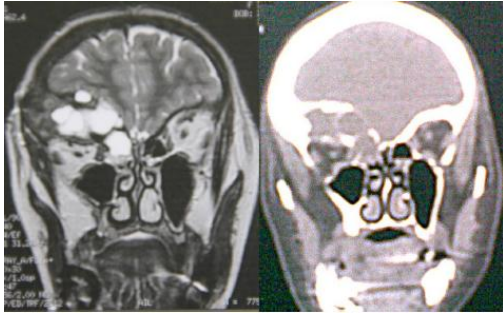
TAC e Ressonância Magnética.
